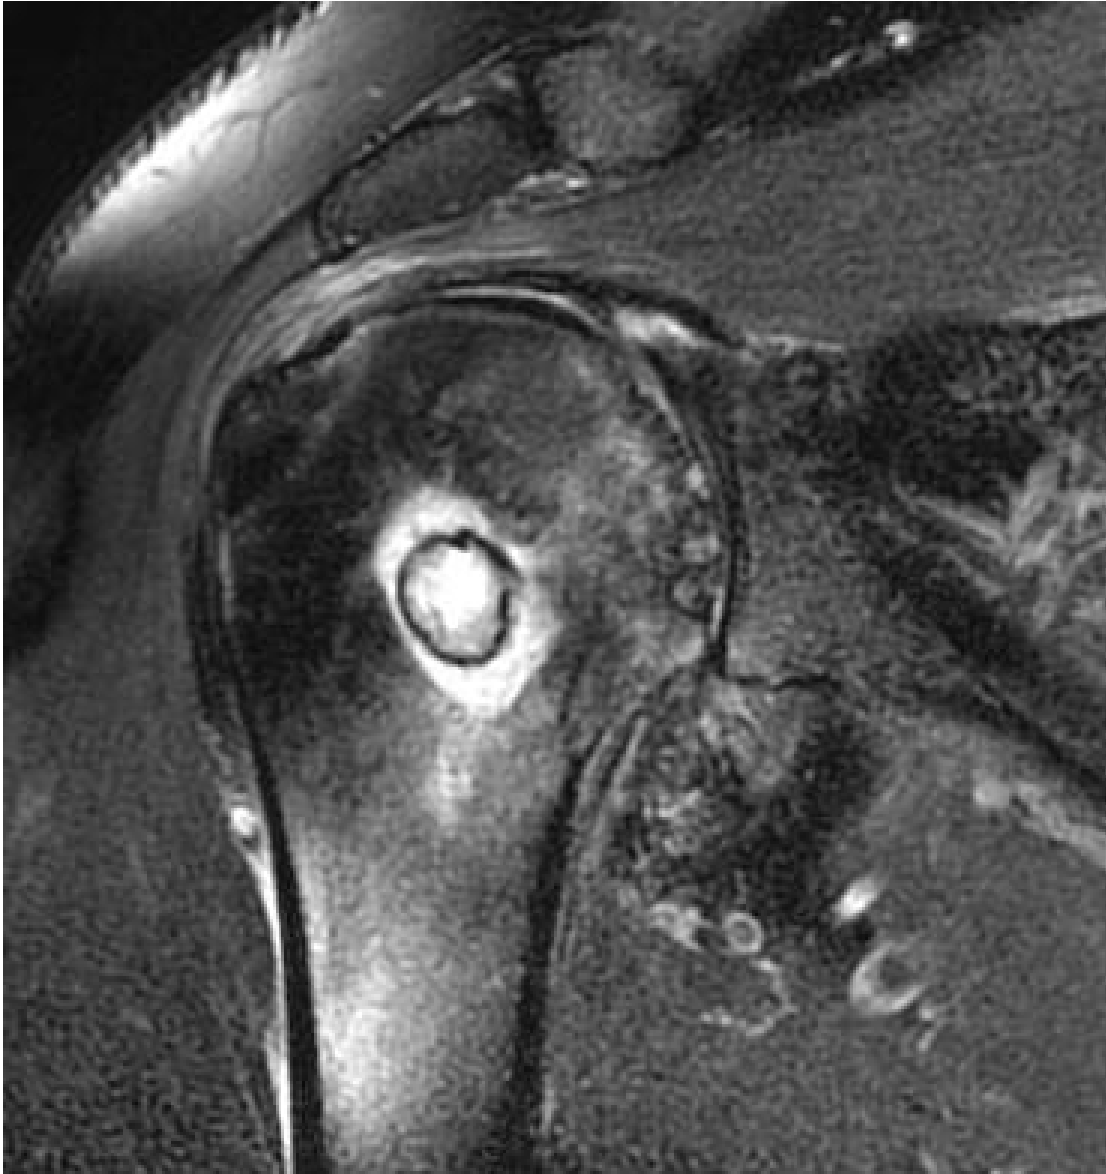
RM de hombro, plano oblicuo coronal: Imagen FSE DP con saturación grasa demuestra una lesión oval intraósea con anillo de baja intensidad de señal, edema periférico, datos de artropatía glenohumeral crónica y tejido de partes blandas de señal baja en el receso axilar de la articulación.
